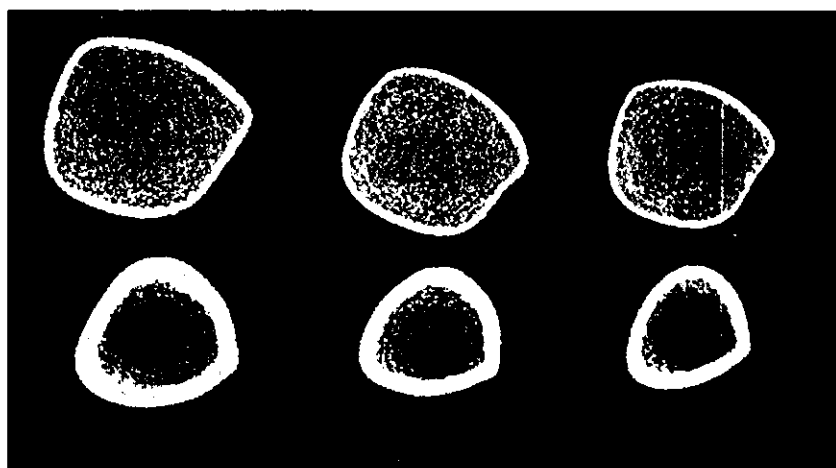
バスケットボール選手、駅伝選手、対照群の脛骨CT画像
